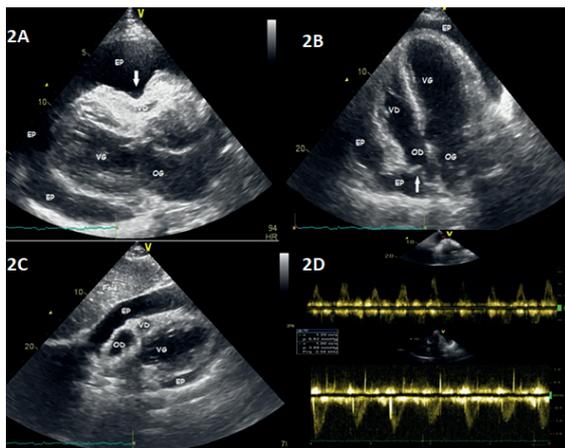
Échocardiographie bidimensionnelle faite à l'admission. 2A- Coupe parasternale grand axe : épanchement péricardique circonférentiel, abondant, avec compression du ventricule droit (flèche). 2B- Coupe apicale 4 cavités : l'épanchement circonférentiel avec invagination (flèche) de la paroi latérale de l'OD. 2C- Coupe sous costale : l'épanchement circonférentiel avec compression du VD. 2D- Variation des flux mitral (en haut) et aortique (en bas) au doppler pulsé.
